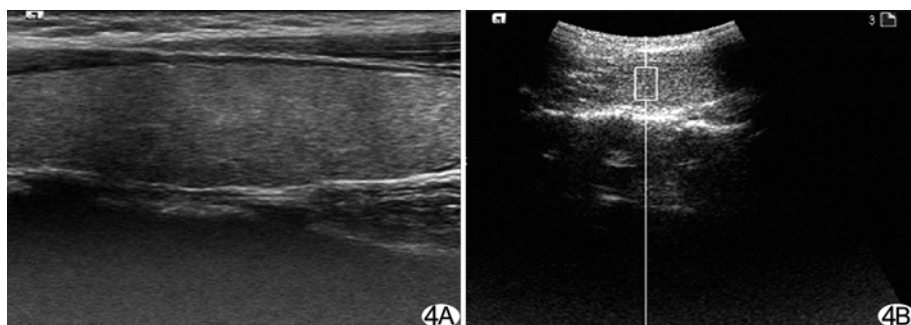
正常甲状腺声像图 A. 常规超声表现; B. 声触诊剪切波速度 2.1 m/s
